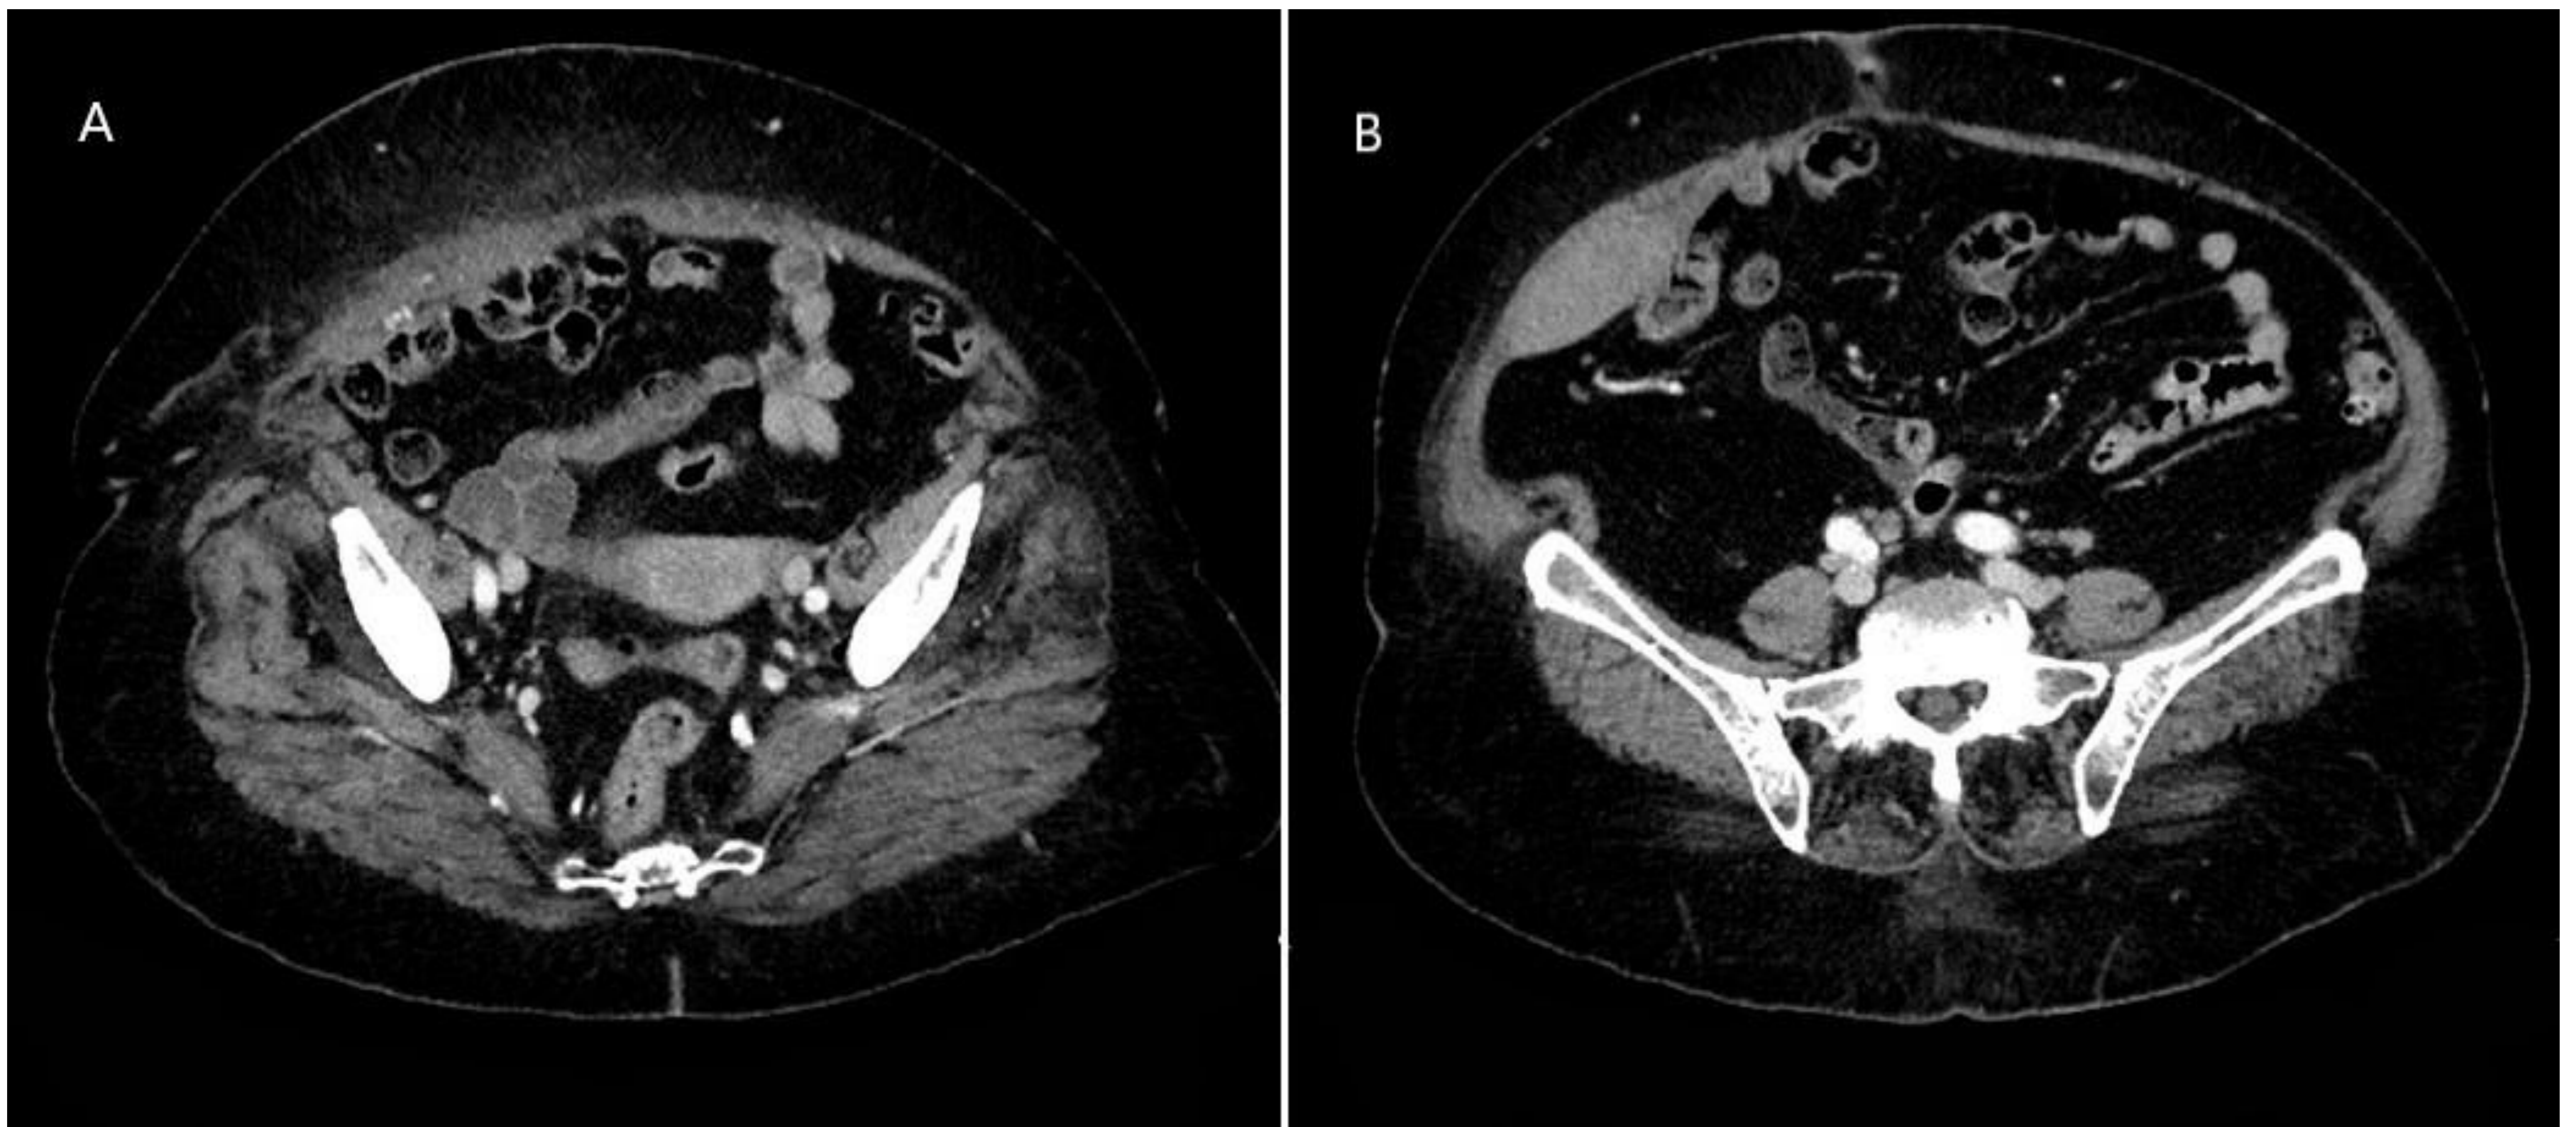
Hematoma del recto abdominal anterior. Cortes axiales de TC abdómino-pélvico tras administración de contraste intravenoso.
